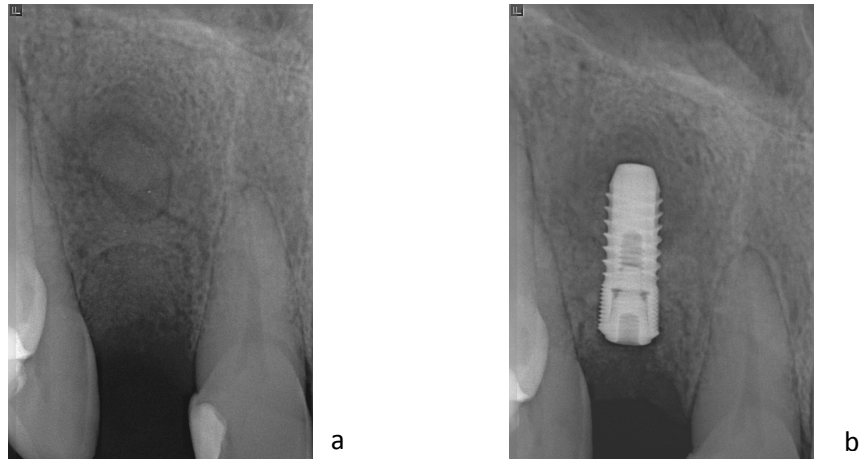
Photographies et radiographies d'un comblement avec un matériau synthétique maintenu par une membrane résorbable.
